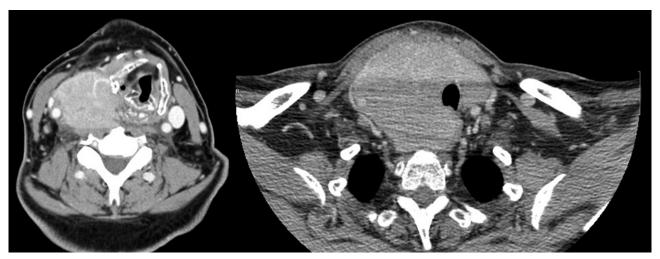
Imagen de TC donde se observa tumoración tiroidea derecha que infiltra cartílago tiroideo, y desplaza grandes vasos, laringe, tráquea y esófago.
